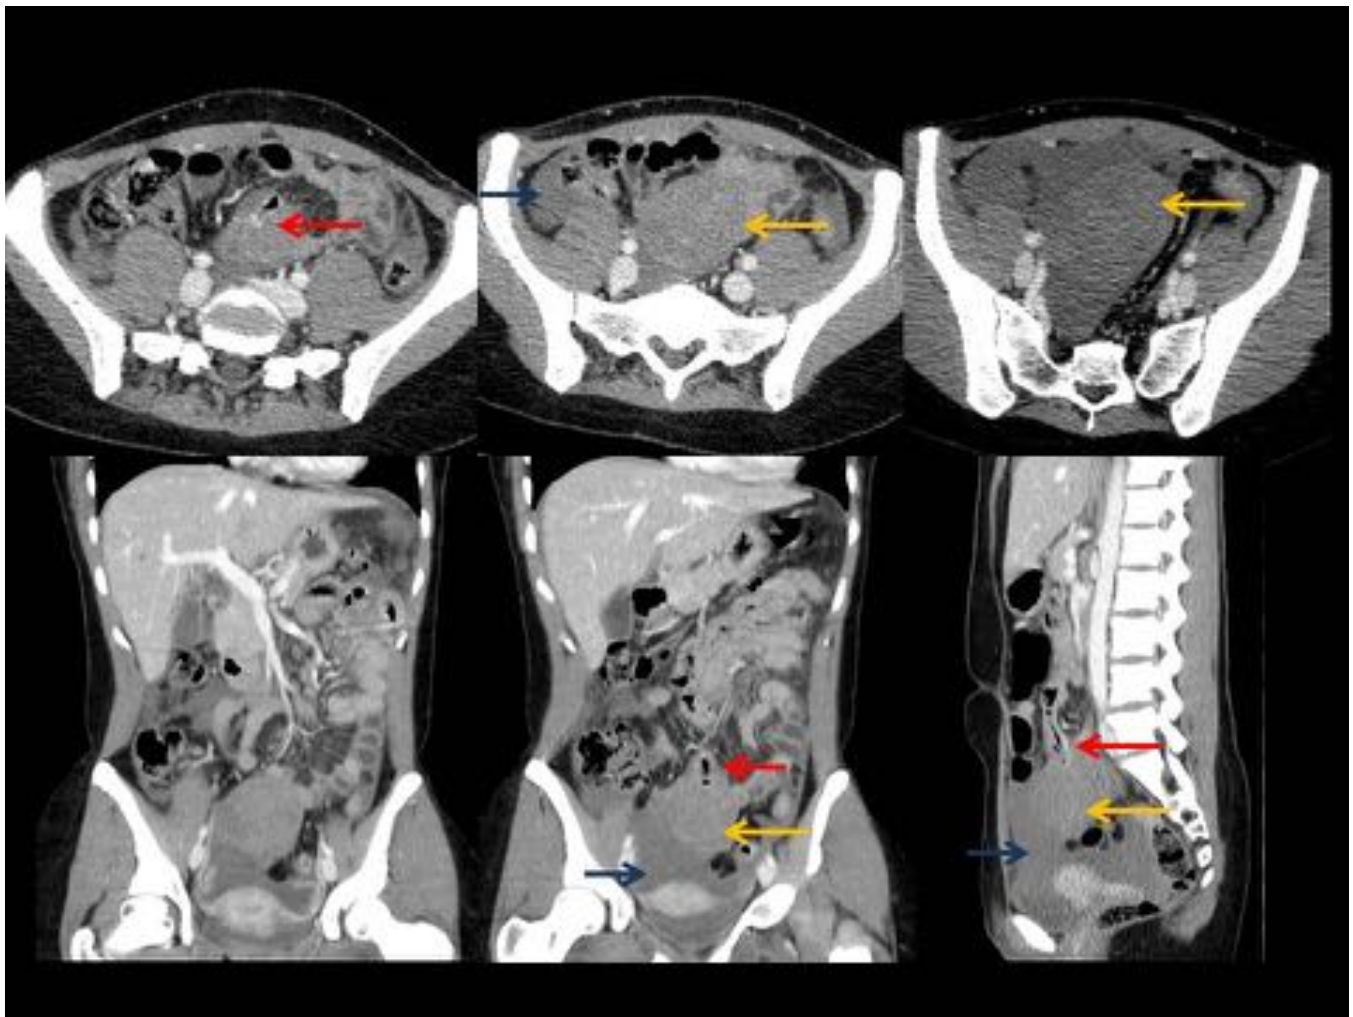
TC con CIV, imágenes axiales, coronales y sagital. Mismo paciente que en fig 15. Masa en pelvis (flechas amarillas) bien delimitada, de crecimiento exofítico y con realce heterogéneo. En el polo superior de la masa se aprecia su dependencia de un asa yeyunal (flechas rojas). Abundante cantidad de líquido libre de alta densidad (flechas azules), hemoperitoneo. GIST yeyunal.
